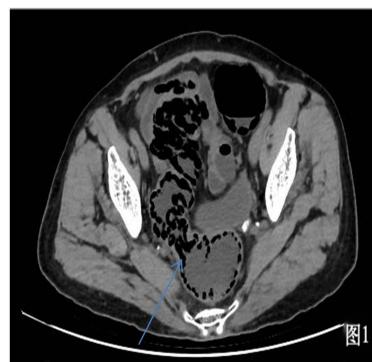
CT image findings
